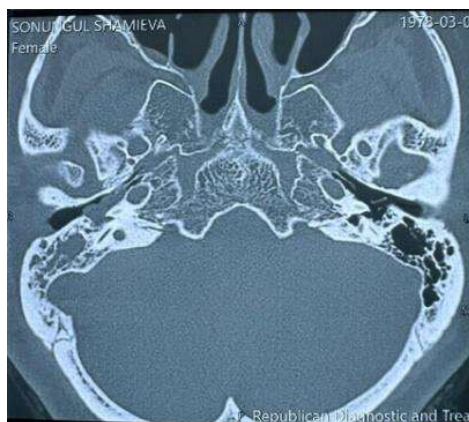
КТ -височных костей, гломусная опухоль справа.
